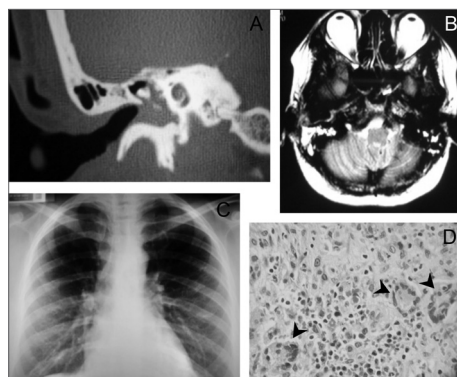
A- Tomografia de osso temporal direito mostrando velamento da fenda timpânica; B- Ressonância magnética de crânio em T2 com hipersinal em mastoide direita; C- Radiografia tórax com infiltrado reticulonodular em bases; D- Estudo histopatológico mostrando granulomas (flechas).
